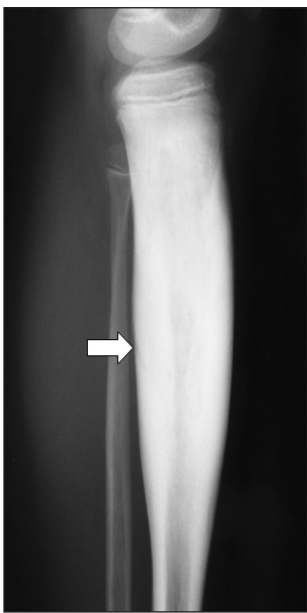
Рентгенограма хворого Г., 13 років. Різко виражений остеосклероз (стрілка) потовщеної великогомілкової кістки, остеомієліт Гарре
